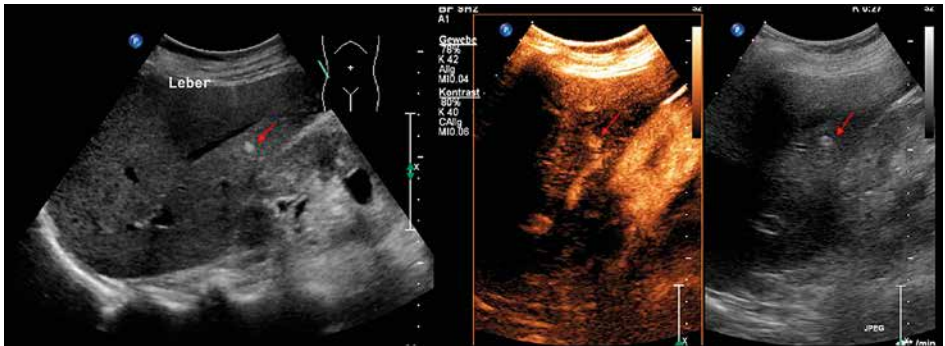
zeigt die sonographische Untersuchung einer unklaren Läsion in der Leber, die durch einen roten Pfeil markiert ist. Um diese Läsion genauer zu charakterisieren, wurde eine Kontrastmittel-unterstützte Sonographie (KM-Sonographie) durchgeführt (mittleres Bild). Bei dieser Methode wird ein Kontrastmittel in den Blutkreislauf injiziert, um die Blutversorgung der Leberläsionen besser darzu-stellen und dadurch genauere Informationen über die Art und das Verhalten der Läsion zu gewinnen. Dies kann helfen, zwischen benignen (gutartigen) und malignen (bösartigen) Veränderungen zu unterscheiden und die weitere Diagnostik und Therapie zu planen.
